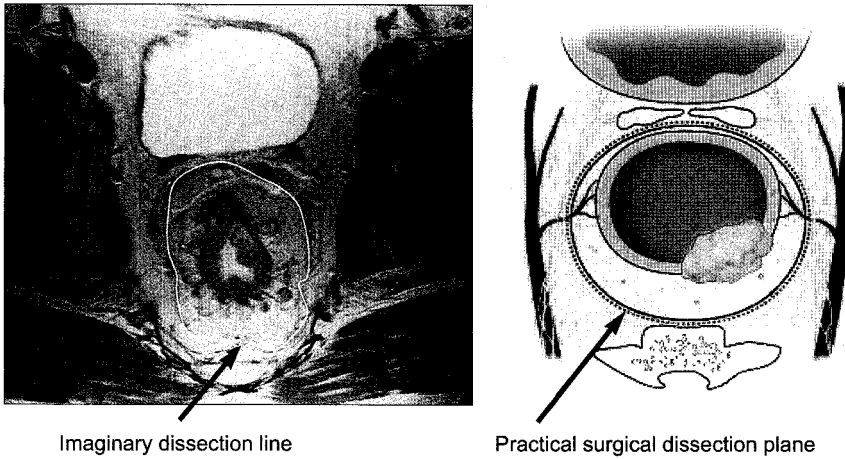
Pelvic MRI shows a imaginary dissection line along the rectal proper fascia (arrow). A dotted line along the mesorectum was the practical surgical dissection plane, which was between the parietal and visceral (rectal proper fascia) fascial plane. Pelvic plexus was very closely contacted to the fascia enveloping the mesorectum
